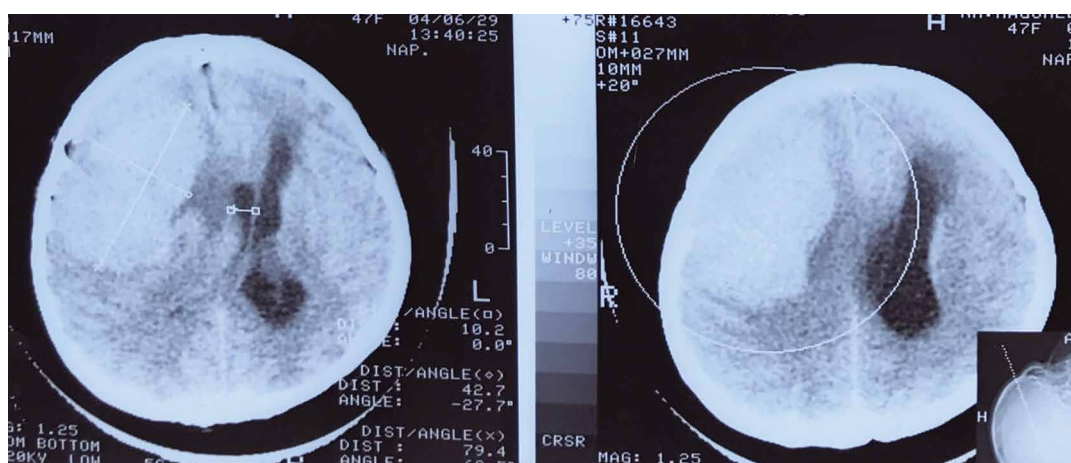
МСКТ головного мозга (аксиальная проекция), 2004 г.
